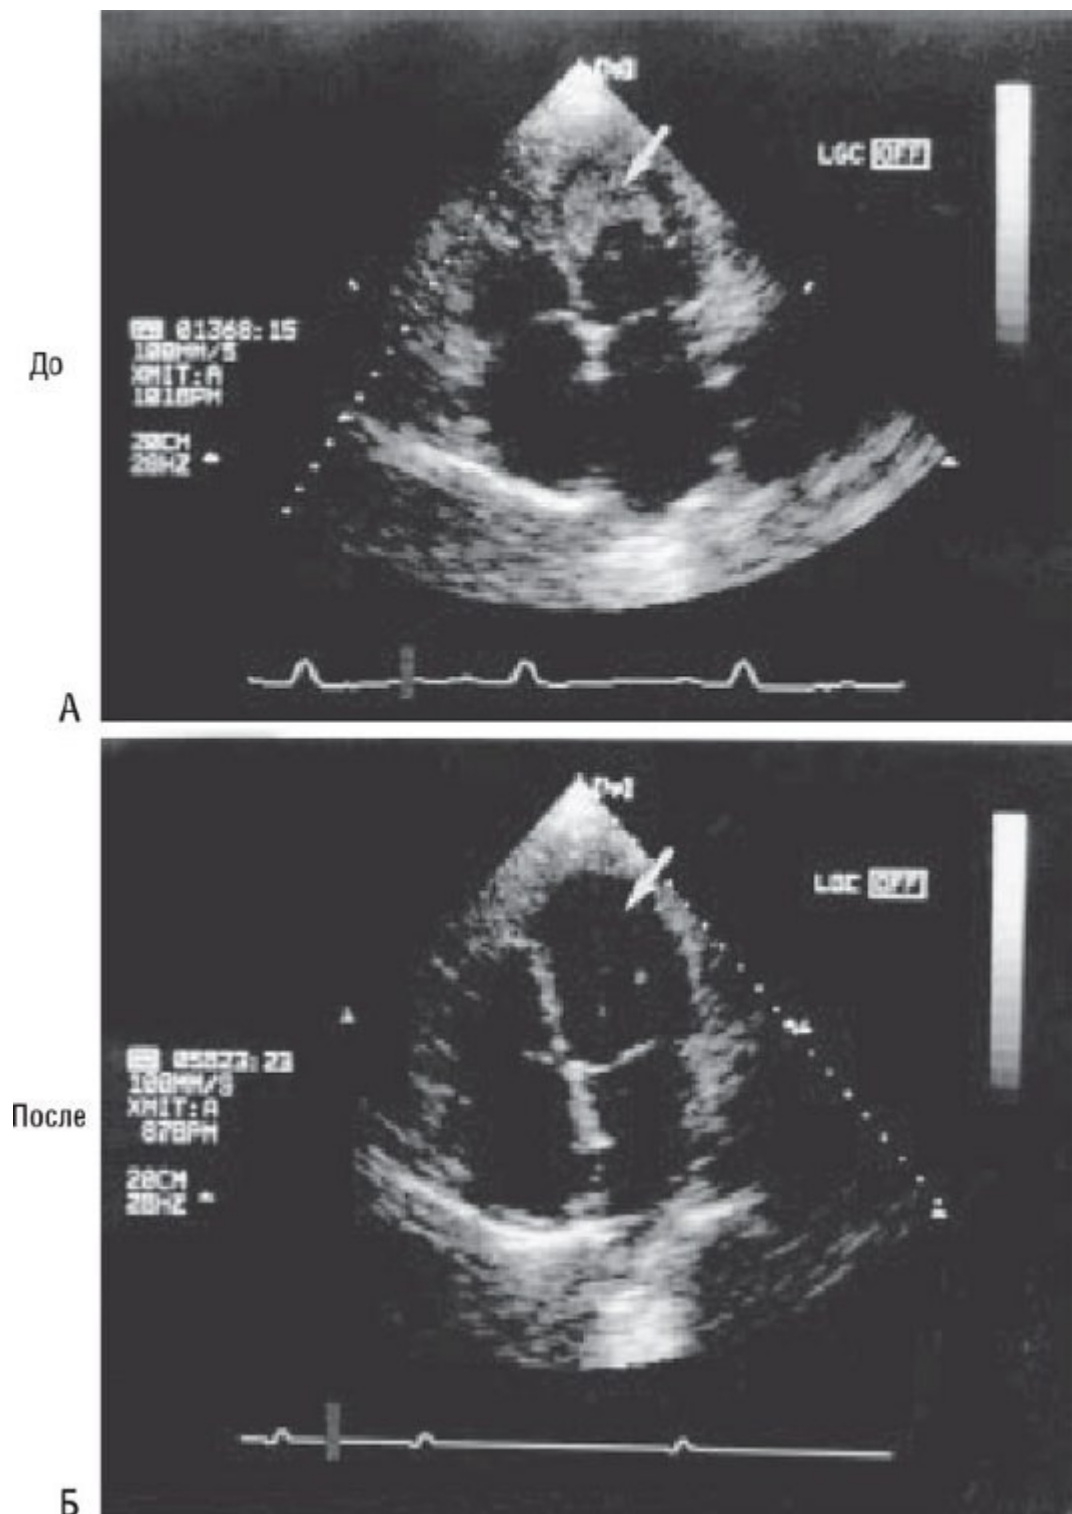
Предоперационная (А) и послеоперационная (Б) 2D-эхокардиограмма (четырёхкамерная позиция) пациента с эозинофильным лейкозом и эндокардитом Леффлера, поражающим ЛЖ: перед операцией ЛЖ небольшой и имеет шарообразную форму; после хирургической декорткации отмечено восстановление нормального размера желудочка и уменьшение объема ЛП.
